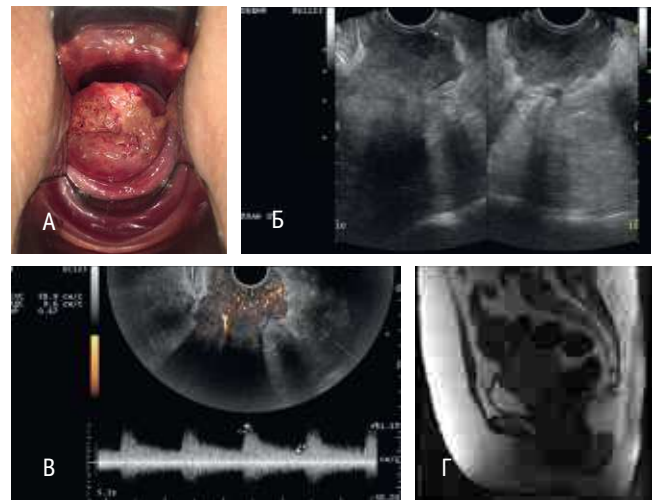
Пациентка В. Рак шейки матки ПА стадии (после химиоэмболизации маточных артерий): А — осмотр в зеркалах, объем шейки матки — 25 см³; Б — ультразвуковое исследование в режиме серой шкалы; В — ультразвуковое исследование в режиме энергетического доплеровского картирования с трехмерной реконструкцией; Г — магнитно-резонансная томограмма органов малого таза (саггитальный срез)
